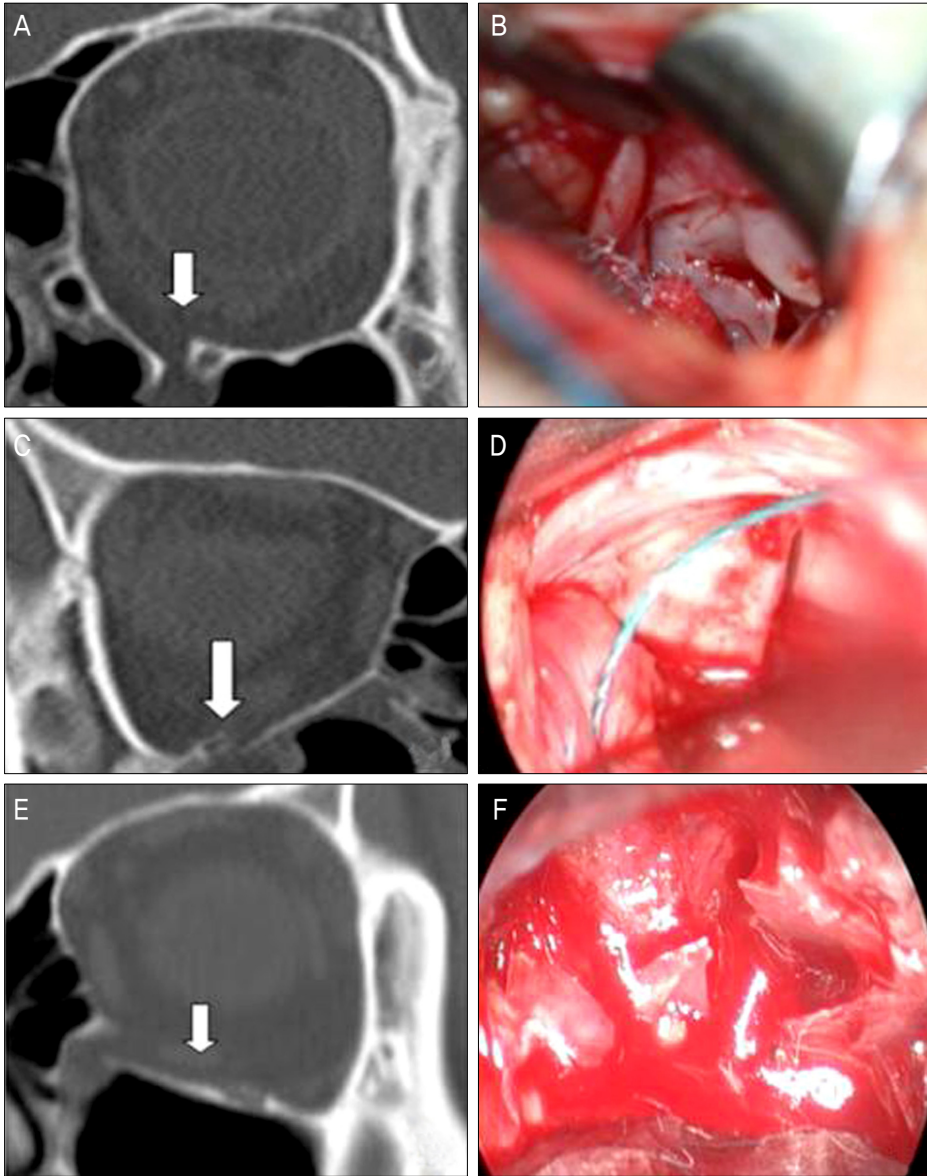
Different fracture pattern in preoperative CT image and intra-operative real image. (A) Preop CT image: small, mono-fragment, inferior, trapdoor fracture. (B) Intraop real image: medium, multi-fragment, inferior fracture. (C) Preop CT image: small, inferior, trapdoor fracture. (D) Intraop real image: large, inferior fracture. (E) Preop CT image: large, mono-fragment, inferior fracture. (F) Intraop real image: large, multi-fragment inferior fracture.
